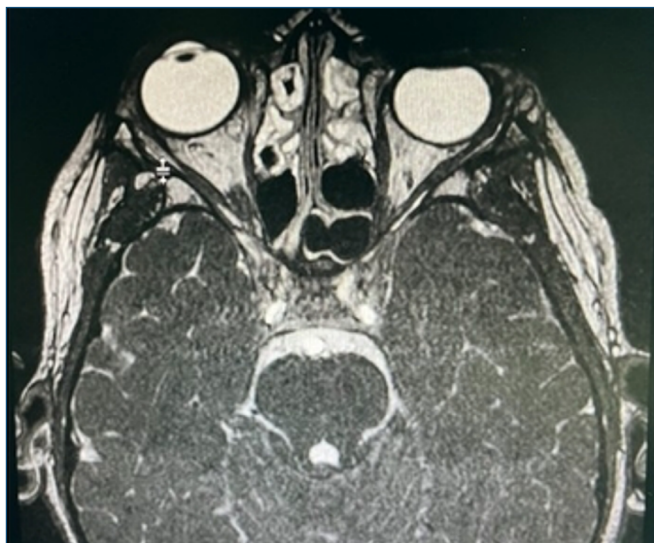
Ressonância magnética crânio e órbitas.
